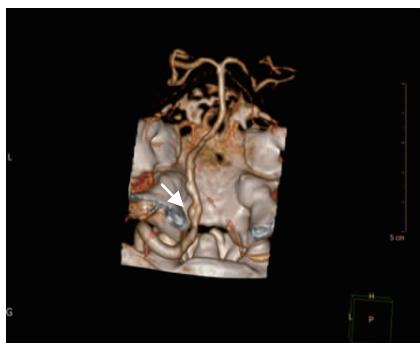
头颈 CTA 显示大动脉粥样硬化(如箭头所示)
